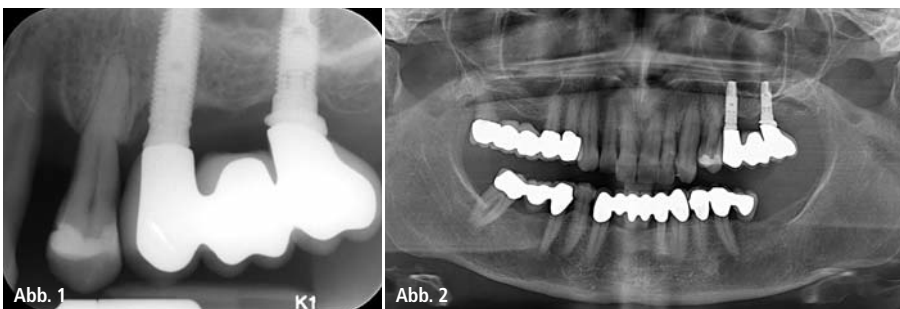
Distal des Zahnes 23 stellt sich ein massiver vertikaler Einbruch des Knochens dar. Der Zahn 24 steht nur noch zu einem Drittel seiner Wurzellänge im Knochen verankert. Zudem zeigen sich ebenfalls entzündliche Knochenverluste an den Implantaten in Regio 25 und 27. Der Unterkiefer bleibt aufgrund des beschriebenen Operationsfeldes unbeachtet. – Abb. 2: Die angefertigten Röntgenaufnahmen zeigten einen massiv fortgeschrittenen, generalisierten horizontalen Knochenabbau im Oberkiefer. Die Zähne 11 bis 23 sind allesamt elongiert.
